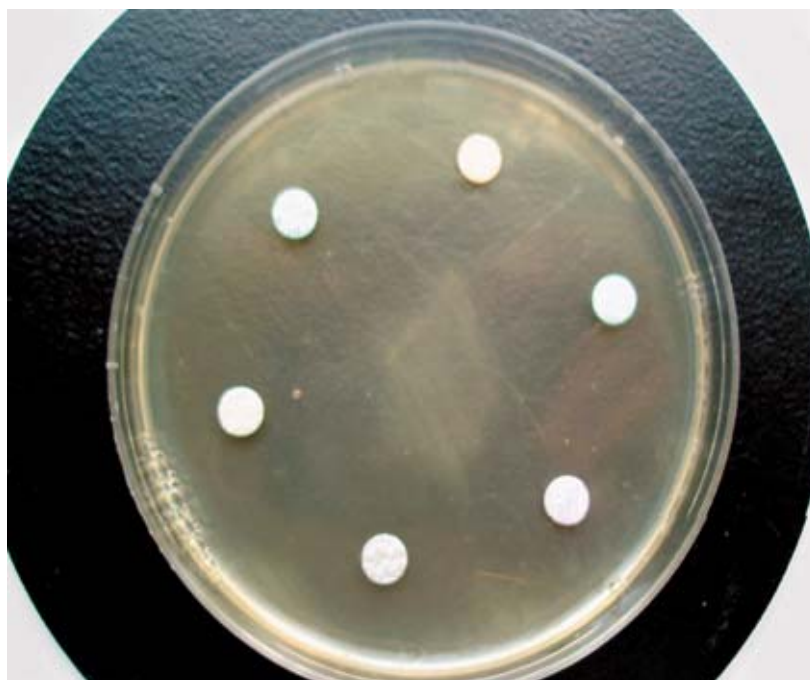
Диско-диффузионный метод
